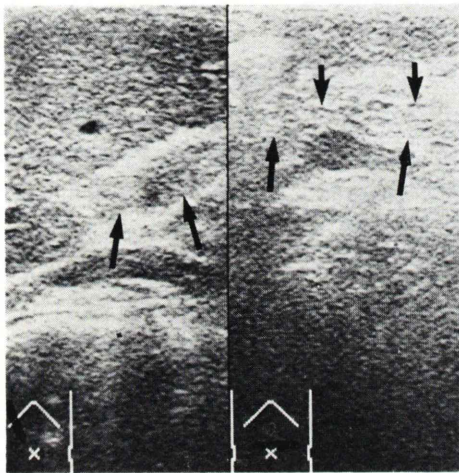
(b) Ultrasonogram (↗: pancreas, ↘: pancreatic duct). Slight dilatation of pancreatic duct is shown.
